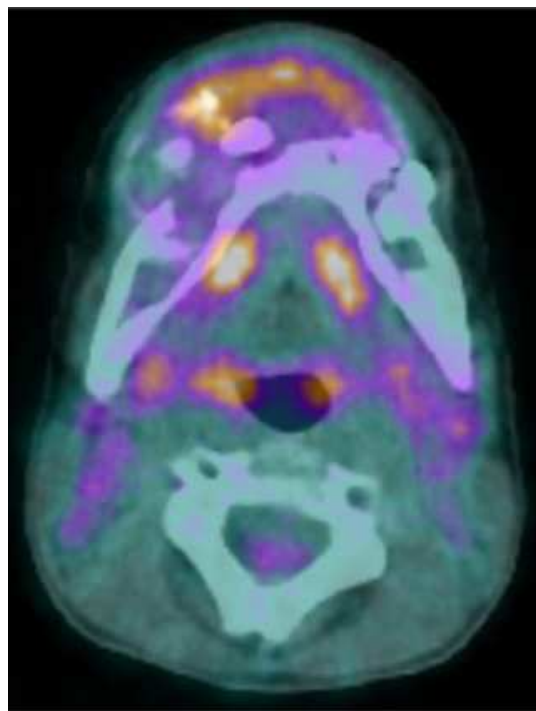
Tomographie par émission de positon (TEP), hypermétabolisme symphysaire et du corps mandibulaire droit (34).
